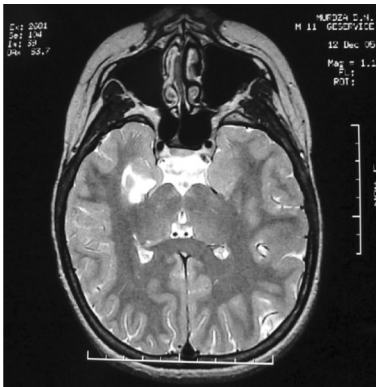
Пациент М., 11 лет. Диагноз: симптоматическая палеокортикальная височная эпилепсия, развившаяся после атипичных фебрильных приступов. При высокоразрешающем МРТ исследовании выявляется атрофия головки правого гиппокампа (профессор А.А. Алиханов).
